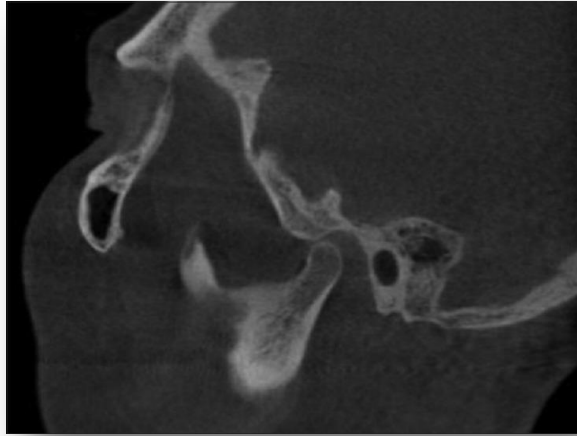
Imagen de la tomografía computarizada con haz cónico antes de la terapia con férula.
